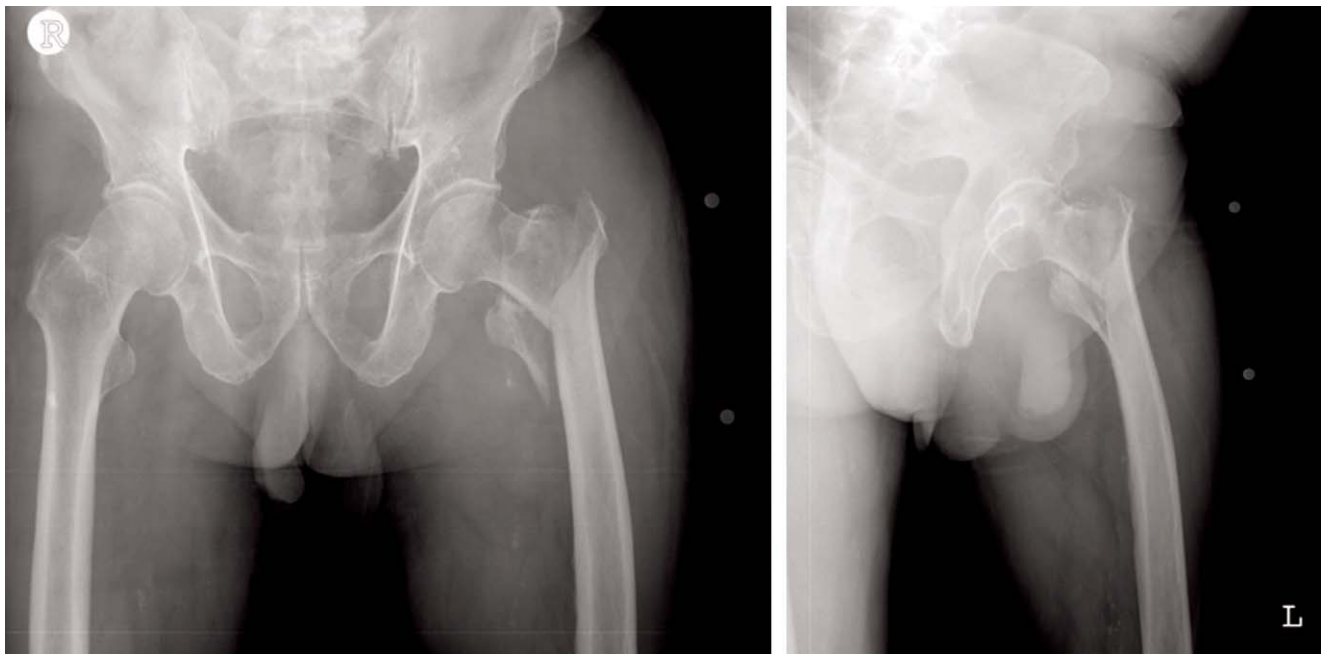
Unstable comminuted intertrochanteric fracture of Lt. hip in simple hip X-rays.
